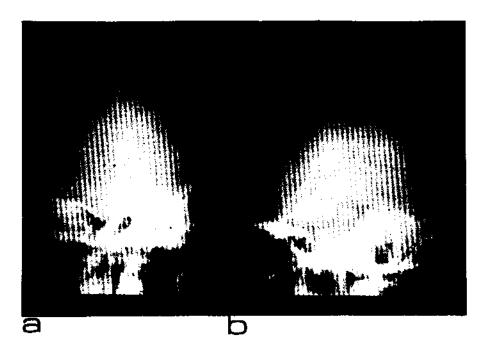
A-B. Radiografías simples de cránco antero-posterior y lateral que muestran imagen hiperdensa festoneada, que corresponde á un tuberculoma calcificado.
